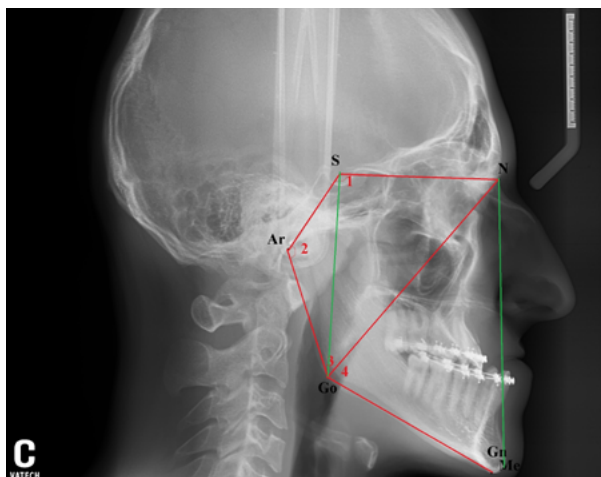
Прогнозирование направления роста лицевого скелета на профильной телерентгенограмме головы пациента К. по методам Jarabak и Bjork
